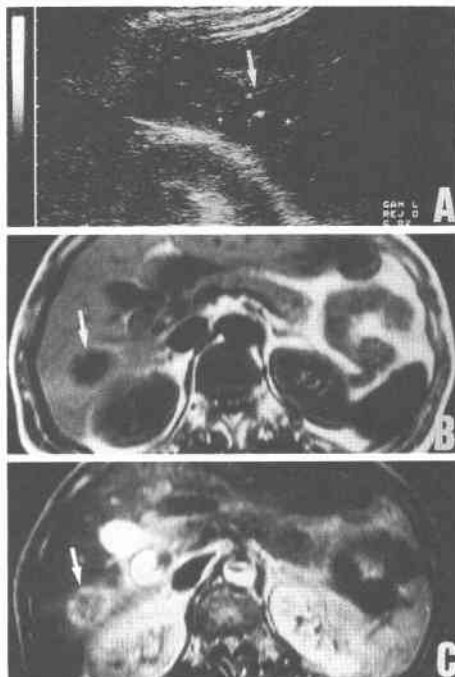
(A) Ultrasonography shows a hypoechoic tumor (arrow) with central strong echo in S₆ of the liver.
